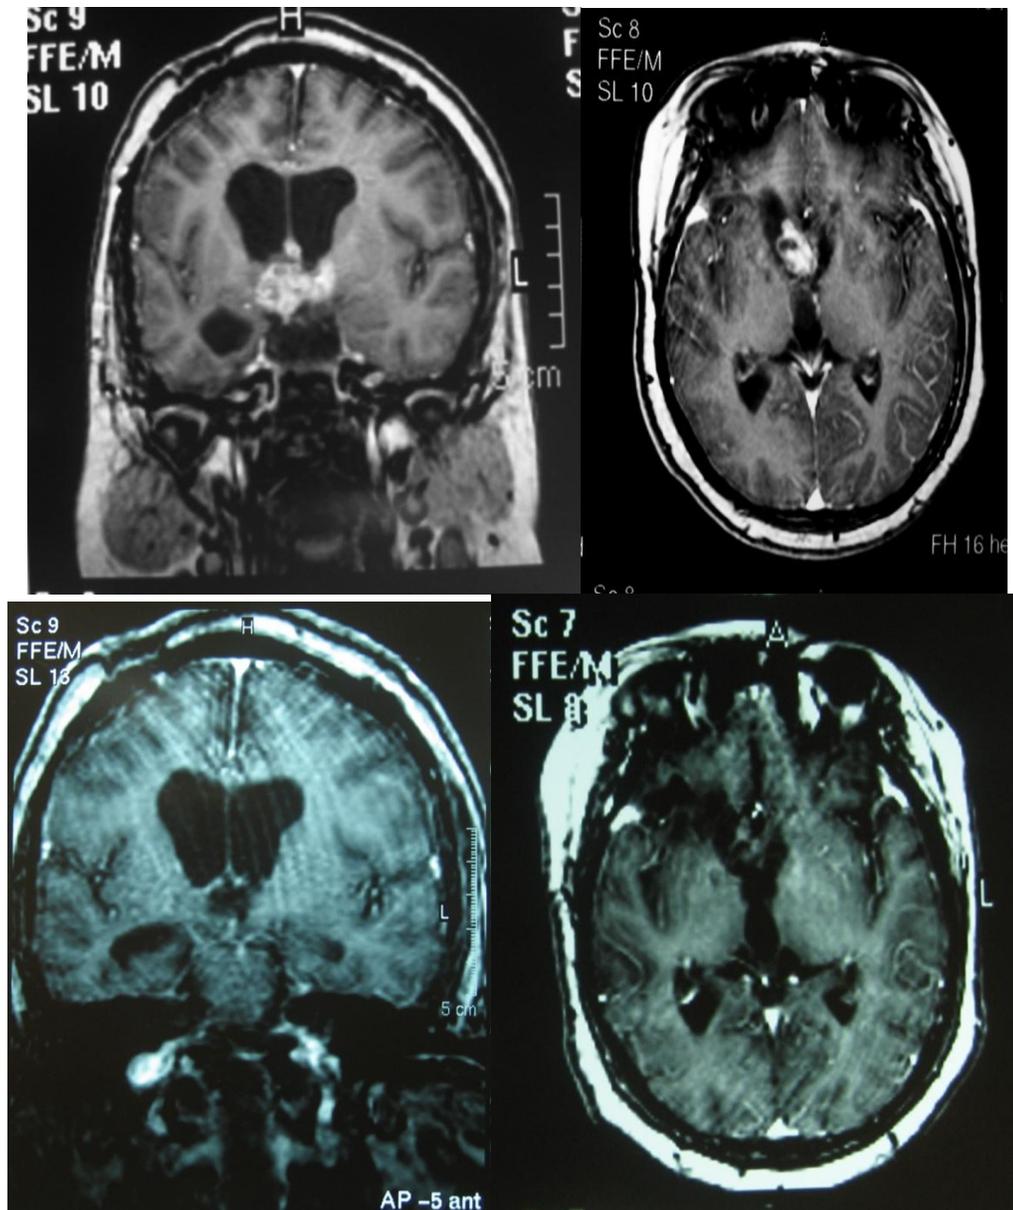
Imágenes de IRM en donde se muestra un tumor residual y posteriormente tratado con Radiocirugía a 45 meses de seguimiento
